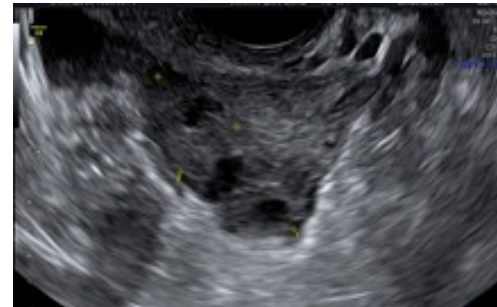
Ecografía transvaginal.
